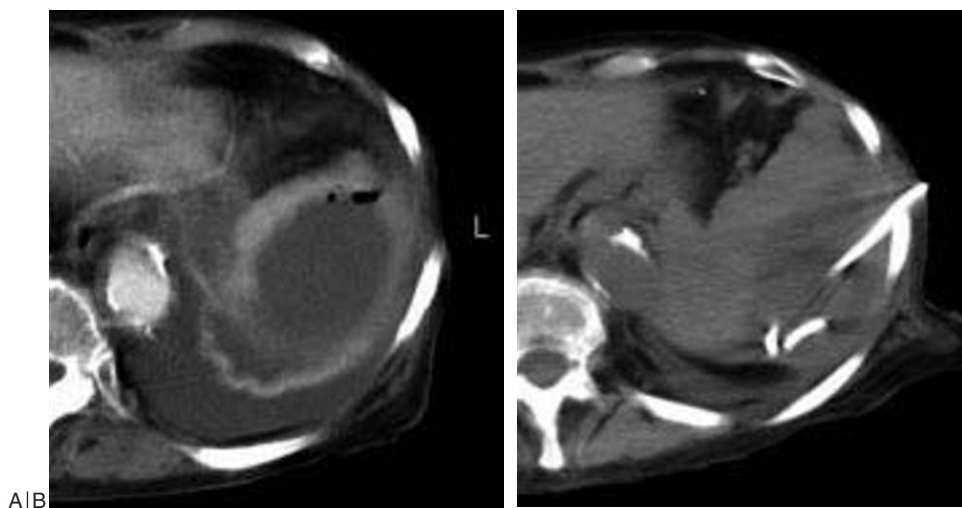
Patiente âgée, chirurgie pour insulinome pancréas. A : TDM quelques semaines après : image liquidienne d'abcès sous-capsulaire splénique avec bulles d'air avec réaction pleurale associée. B : Traitement : drainage percutané sous contrôle TDM.
